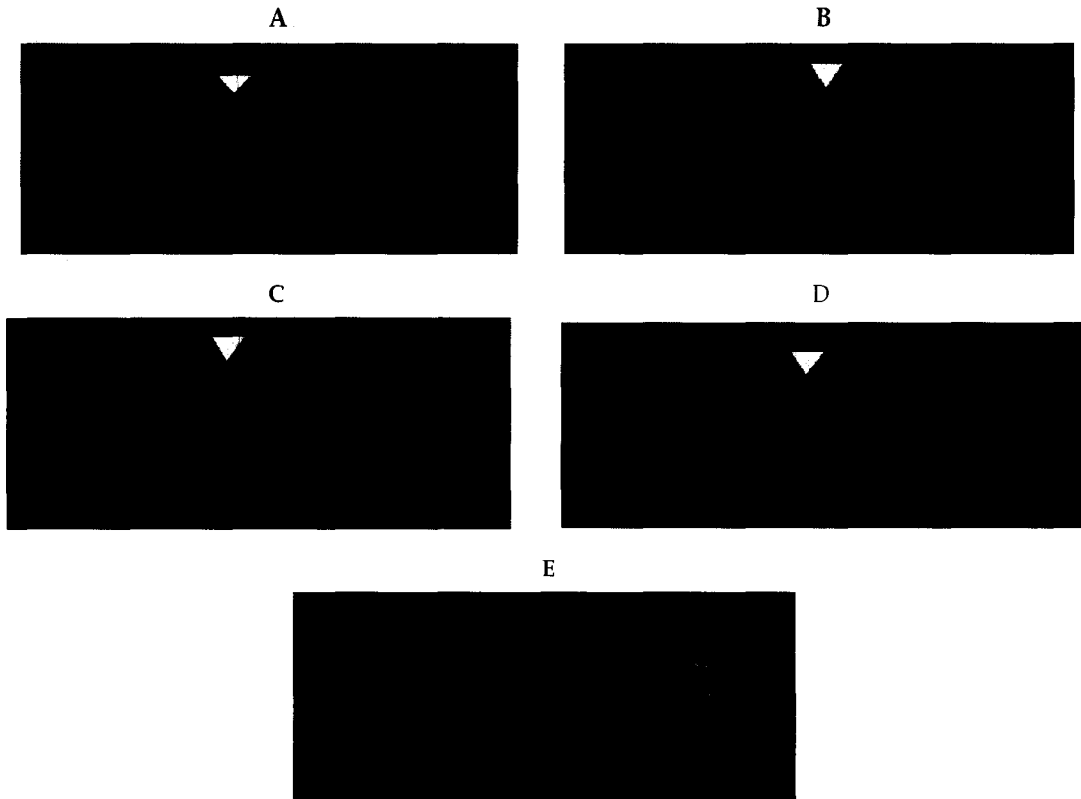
The representative radiography of fractured left and unfractured right femur on 10 weeks after operation. A; Normal diet control, B; Low calcium diet control, C; Chitosan 150 mg/kg with normal diet, D; Chitosan 150 mg/kg with low calcium diet, E; Normal diet control of unfractured right femur. The representative autoradiograms are shown. All femora were radiographed with a soft X-ray system after dissection of soft tissue. White triangle indicated the fractured site.
